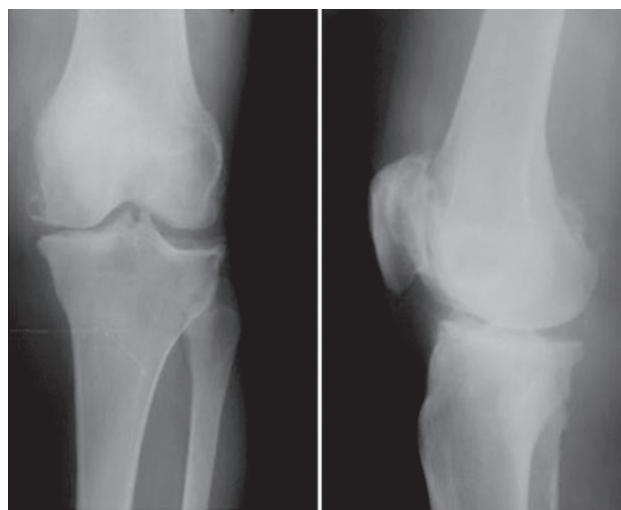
Рентгенограммы правого коленного сустава до артропластики
